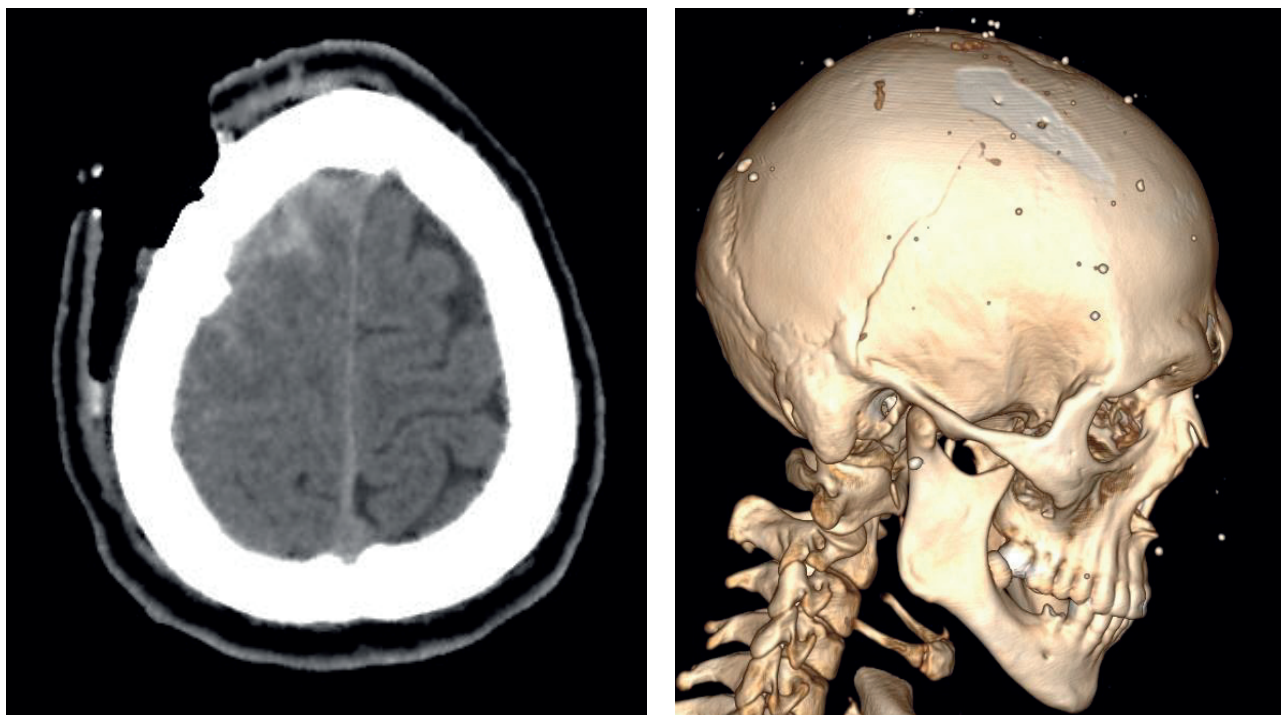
МСКТ: зліва – осьовий скан; справа – 3D-реконструкція вогнепального непроникаючого множинного осколкового сліпого черепно-мозкового поранення в правій тім'яно-лобній ділянці спрямованим пучком осколків: вдавнений і лінійний переломи правої тім'яної кістки, вогнищевий забій правої тім'яної частки, субарахноїдальний крововилив
